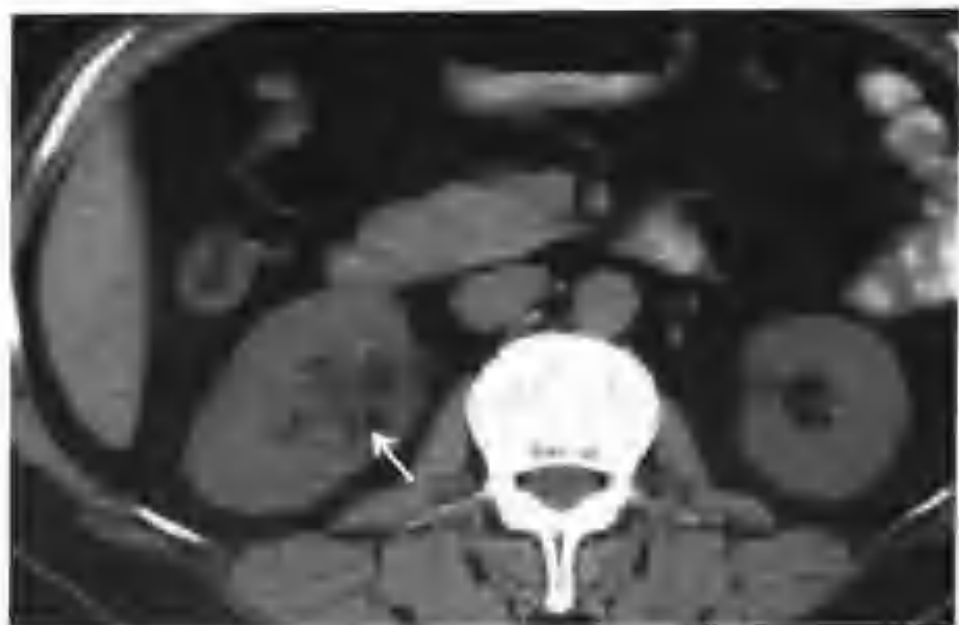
右肾错构瘤 (右肾有一个 3.0cm × 3.5cm 的肿块, CT 平扫呈等低混杂密度, 极低密度区为脂肪 (箭头))
